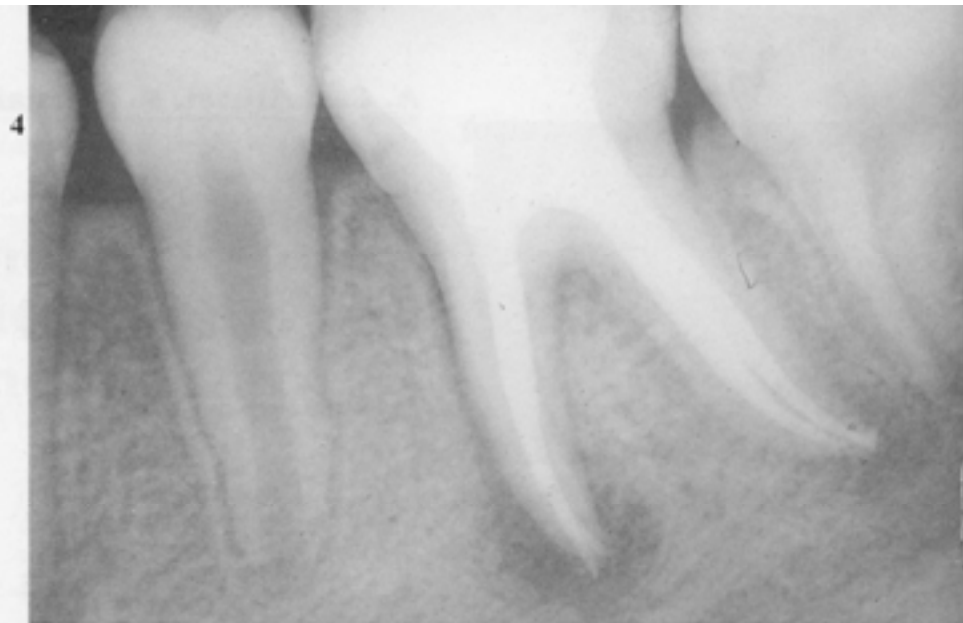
Stesso caso della fig. 1 e fig. 2 al termine della fase di otturazione canalare eseguita all'apice radiografico.
